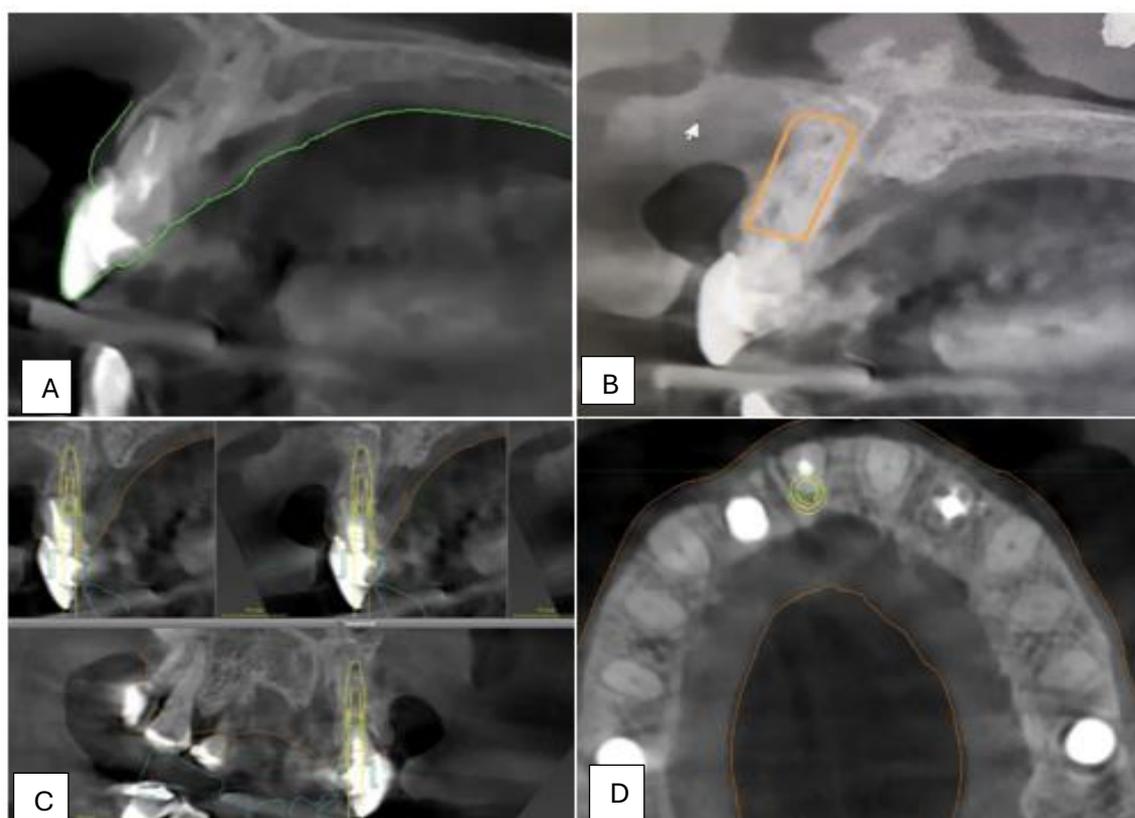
Tomografia do dente 21, (A) Evidenciando lesão apical e perda óssea, (B) Região de instalação do implante, (C) Posicionamento do implante virtualmente, (D) Vista oclusal do posicionamento do implante.
